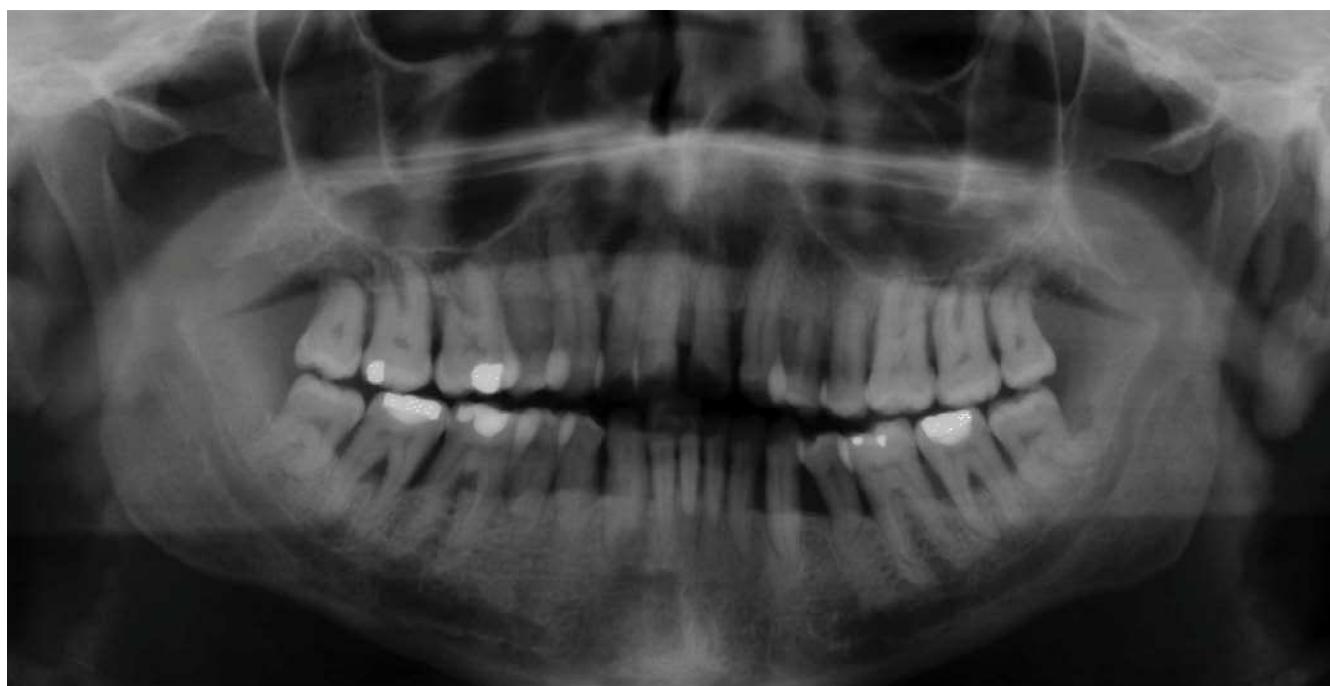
Radiografía panorámica (OPG digital) del 18.08.2003.
